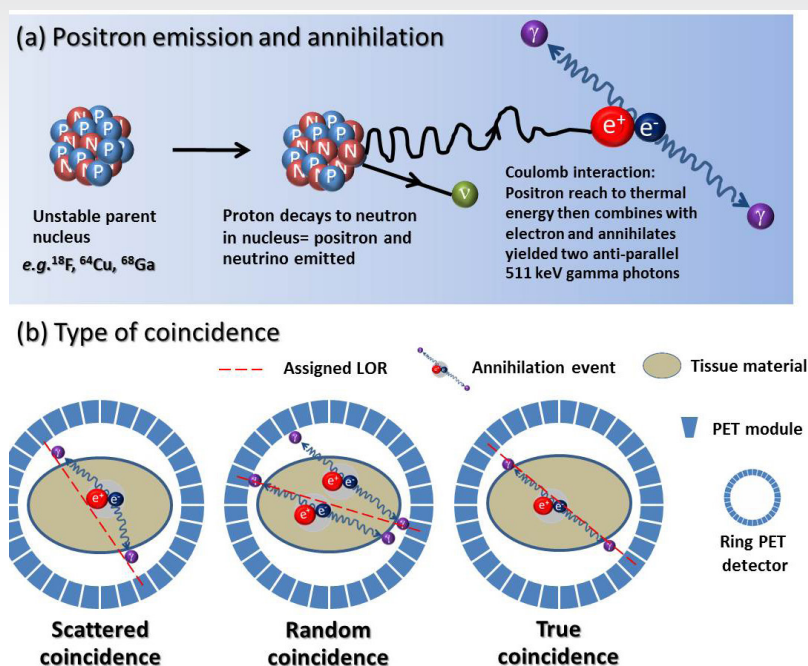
Principle of positron emission tomography; (a) positron emission and annihilation, and (b) type of coincidence.
